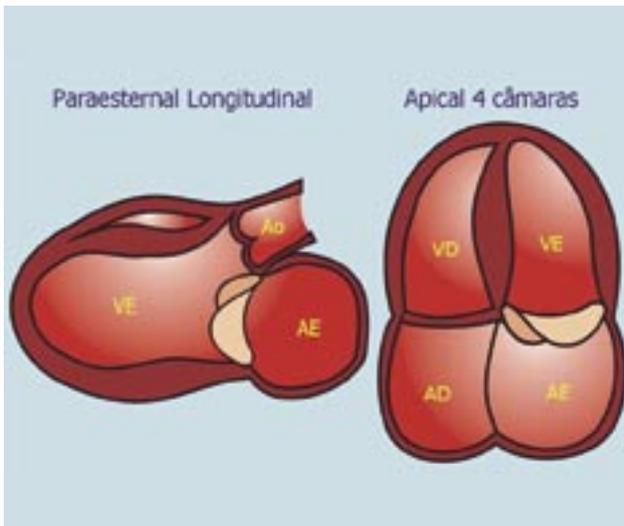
À esquerda, corte paraesternal longitudinal mostrando o posicionamento do anel mitral. A incidência do feixe de ultra-som se faz no sentido ântero-posterior, seccionando as regiões mais altas (craniais) do anel. Neste corte, qualquer abaulamento das cúspides que ultrapasse o plano do anel valvar deve ser considerado exagerado, ou prolapso. À direita, corte apical 4-câmaras. Por ser ortogonal ao anterior neste corte o feixe de ultra-som incide no sentido látero-medial seccionando as extremidades mais apicais do anel. É perfeitamente normal, nesta incidência, observarmos certo grau de abaulamento das cúspides no sentido atrial. AE = átrio esquerdo, AD = átrio direito, Ao = aorta, VE = ventrículo esquerdo e VD = ventrículo direito.
